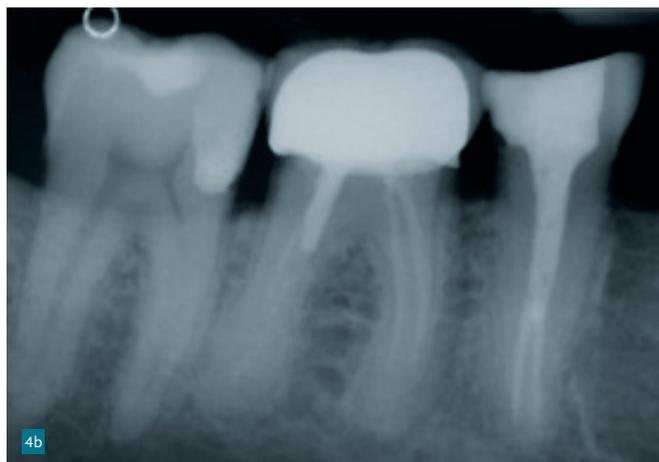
Röntgenologische Ausgangssituation mit Verdacht auf eine iatrogene Perforation der Wurzel
